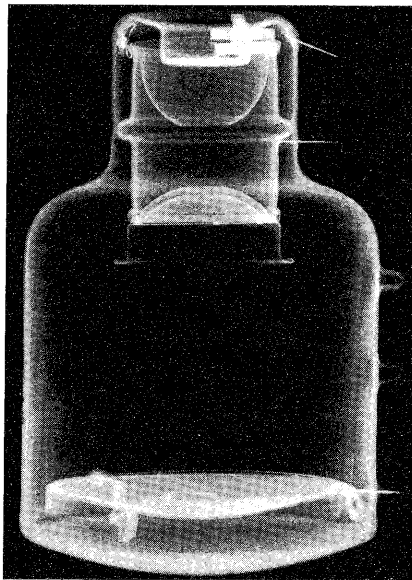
Radiographie du tube renforçateur d'images radiologiques Radio-Industrie V. B. 151.
